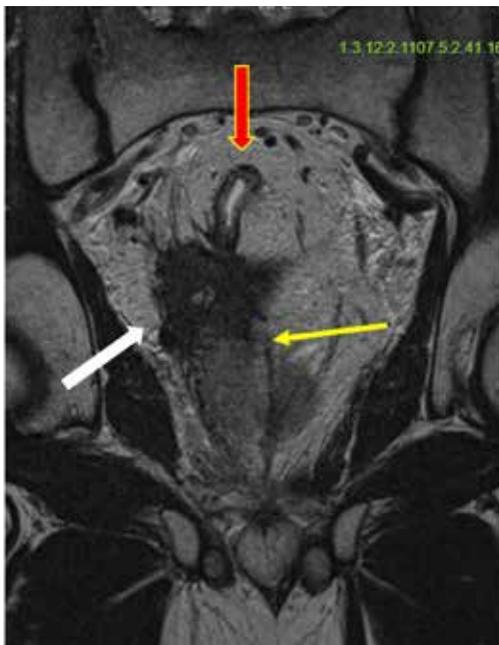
Corte coronal de una resonancia magnética que muestra una RLCR central (flecha blanca) en contacto con la cara posterior de la próstata (flecha amarilla) y por delante del recto remanente (flecha roja).
